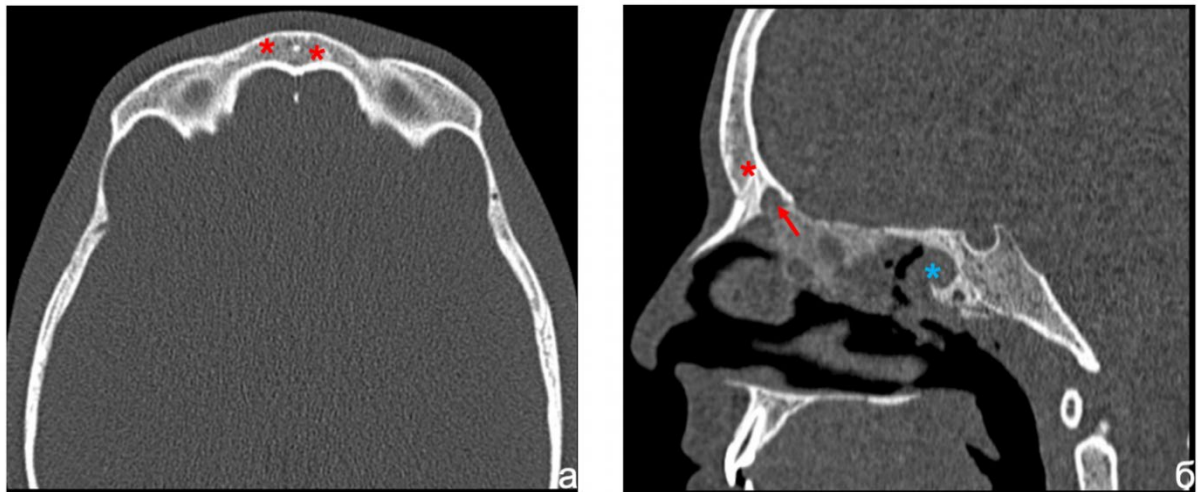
КТ-картина аплазии лобных пазух у пациента с МВ 15 лет (генотип F508del/c.1219delG, сочетание двух «тяжелых» мутаций): (а) аксиальная проекция, отсутствие развития лобных пазух; (б) сагиттальная проекция, то же, визуализируется лобный карман без дальнейшей пневматизации (красная стрелка), гипоплазия клиновидной пазухи (конхальный тип пневматизации (тип А) по Guldner) (красными звездочками отмечены должные проекции лобных пазух, голубой – клиновидная пазуха)
